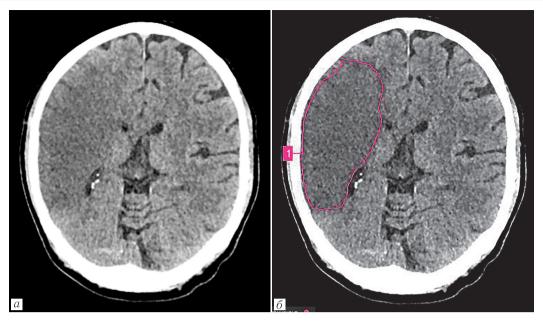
Обнаруженные моделью рентгенологические признаки острейшего ишемического инсульта. Исходное изображение (a) и результат анализа изображения с использованием ИИ-модели (b)
